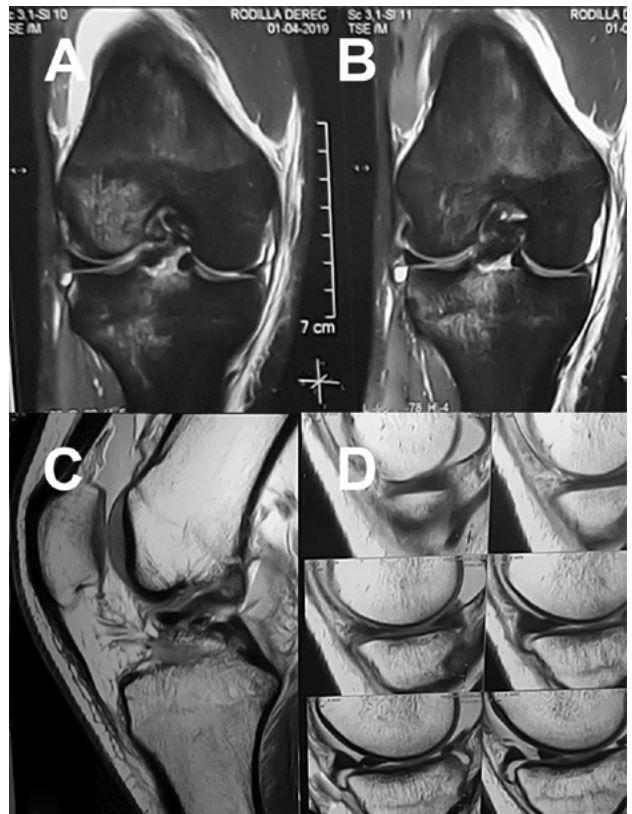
Resonancia magnética. A-B) Cortes coronales: distensión del ligamento colateral medial, lesión en asa de balde del menisco interno, fractura avulsión de espina tibial, "bone bruise" en compartimento lateral. C-D) Cortes sagitales: avulsión de espina tibial grado 3 y tercio posterior del menisco interno filpeado hacia anterior.
